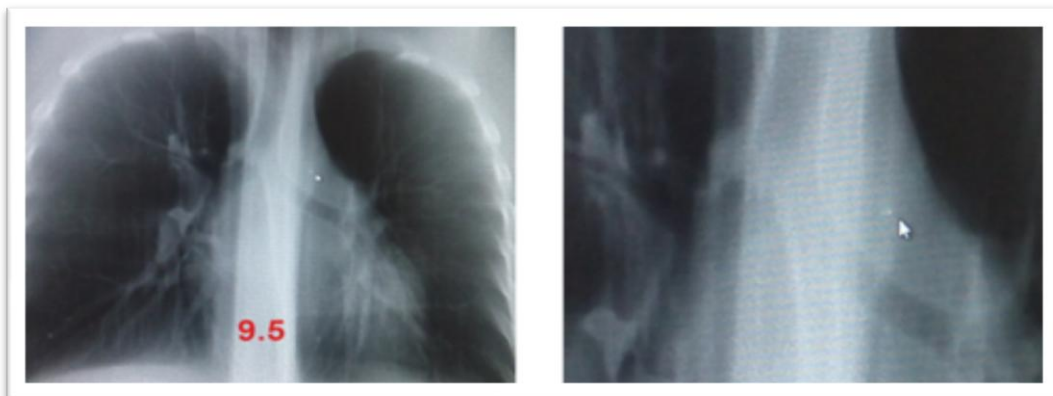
Линейная томограмма. В средостении парааортально на уровне перехода дуги аорты в нисходящую аорту определяется единичная мелкая округлая интенсивная тень, по интенсивности соответствующая кальцинату
